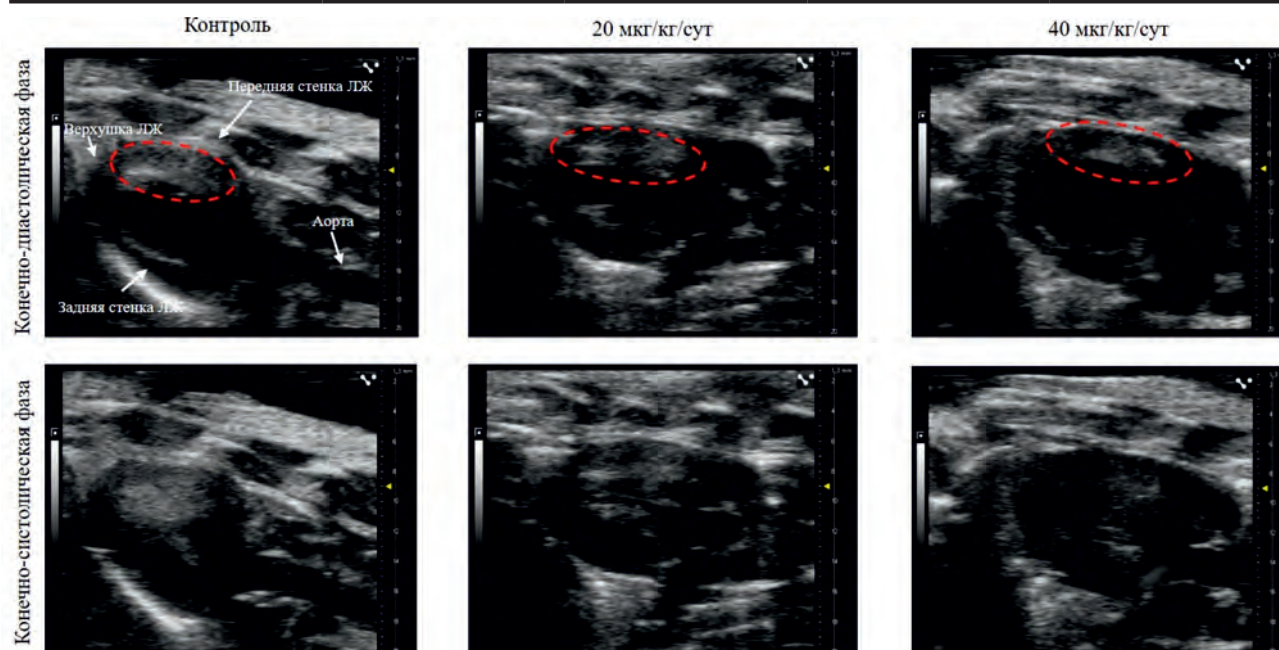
Эхокардиографические изображения левого желудочка в конечно-диастолическую фазу (верхняя группа) и конечно-систолическую фазу (нижняя группа) в парастеральной проекции по длинной оси, полученные через 90 минут после начала реперфузии. Зона гипоперфузии обведена красным пунктиром
